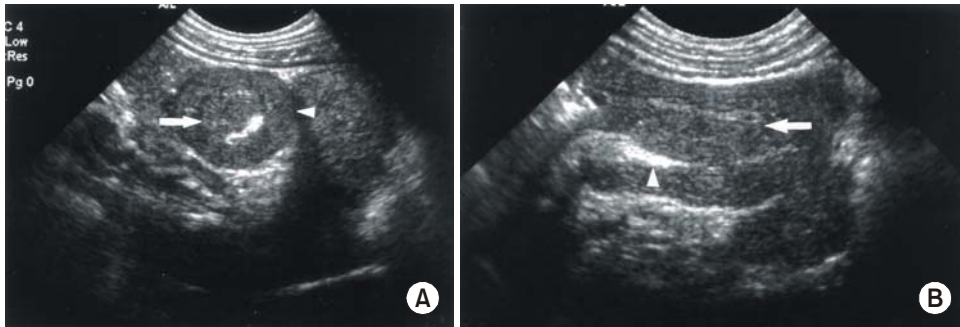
Ultrasound images of jejuno-jejunal intussusception. A. Transverse scan shows a target sign with hypoechoic center (intussusceptum, arrow) and peripheral rim (intussusciens, arrowheads). Note a curvilinear hyperechoic line representing the invaginated mesenteric fat. B. Longitudinal scan shows a hypoechoic intussusceptum (arrows) with the mesenteric fat (arrowheads).
